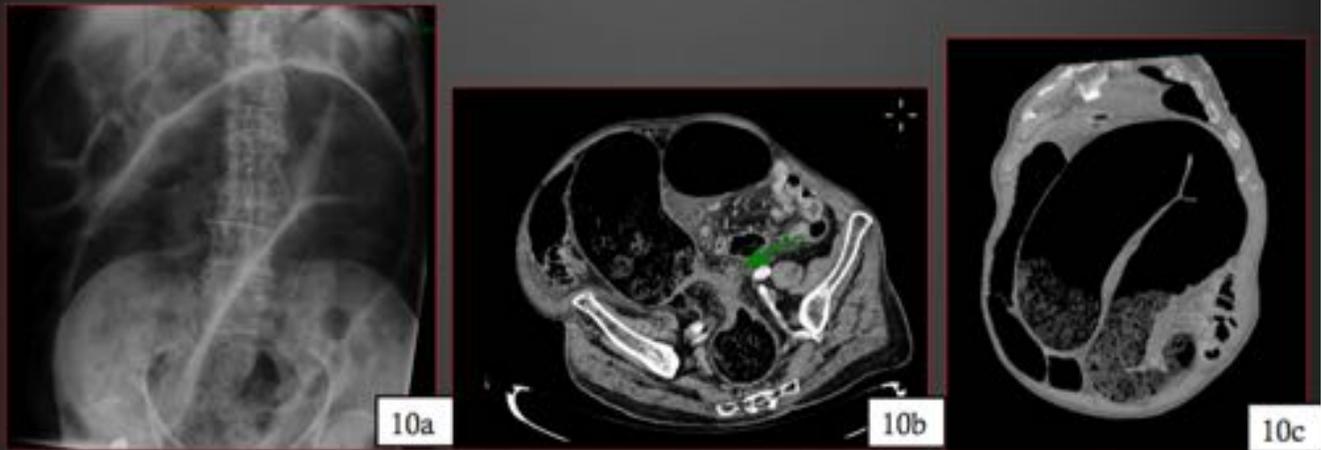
varón de 84 años con dolor abdominal, distensión abdominal y ausencia de deposiciones de hace 7 días. En la radiografía de abdomen AP (fig. 10a) se observa una asa con haustras muy dilatada y que adquiere morfología en "grano de café". En la TC se aprecia una zona de torsión a nivel del sigma (flecha verde fig. 10b) condicionando una obstrucción en asa cerrada observando el signo del "pico de pájaro" en los dos extremos. Marcada dilatación del sigma que se encuentra ascendido y desplazado hacia el hipocondrio izquierdo con abundantes restos fecales (fig. 10c)
